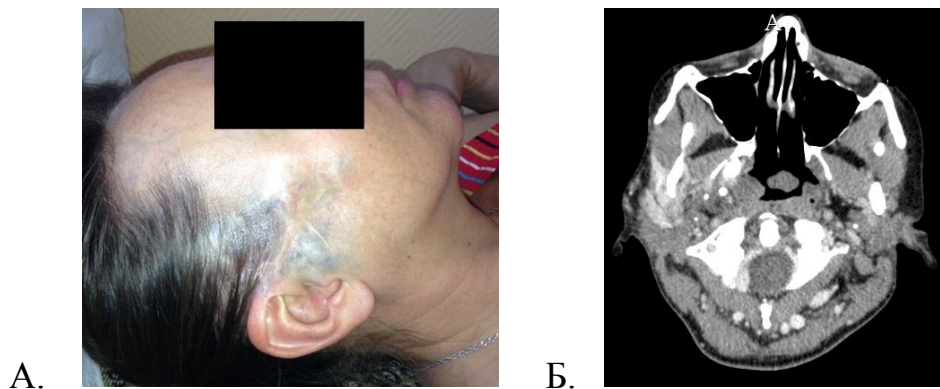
Пациентка С., 37 л. (и/б 1787-2010), с венозно-кавернозной формой ангиодисплазии (А.). Компьютерная томография с контрастированием (Б.) ячеистые зоны ангиоматоза в правой половине головы, в том числе в подвисочной и крылонебной ямках, в мягких тканях щечной области, околоушной слюнной железе, поражение правой половины носоглотки.
